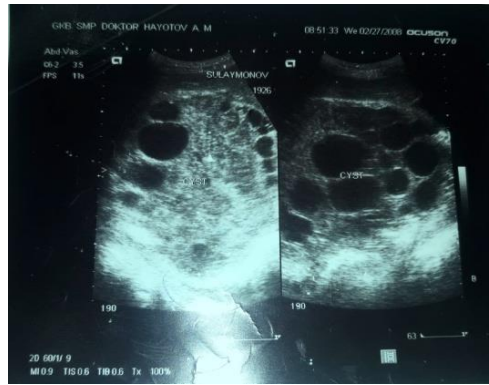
УЗИ. Крупные многокамерные образования, занимающие большую часть правой доли печени
